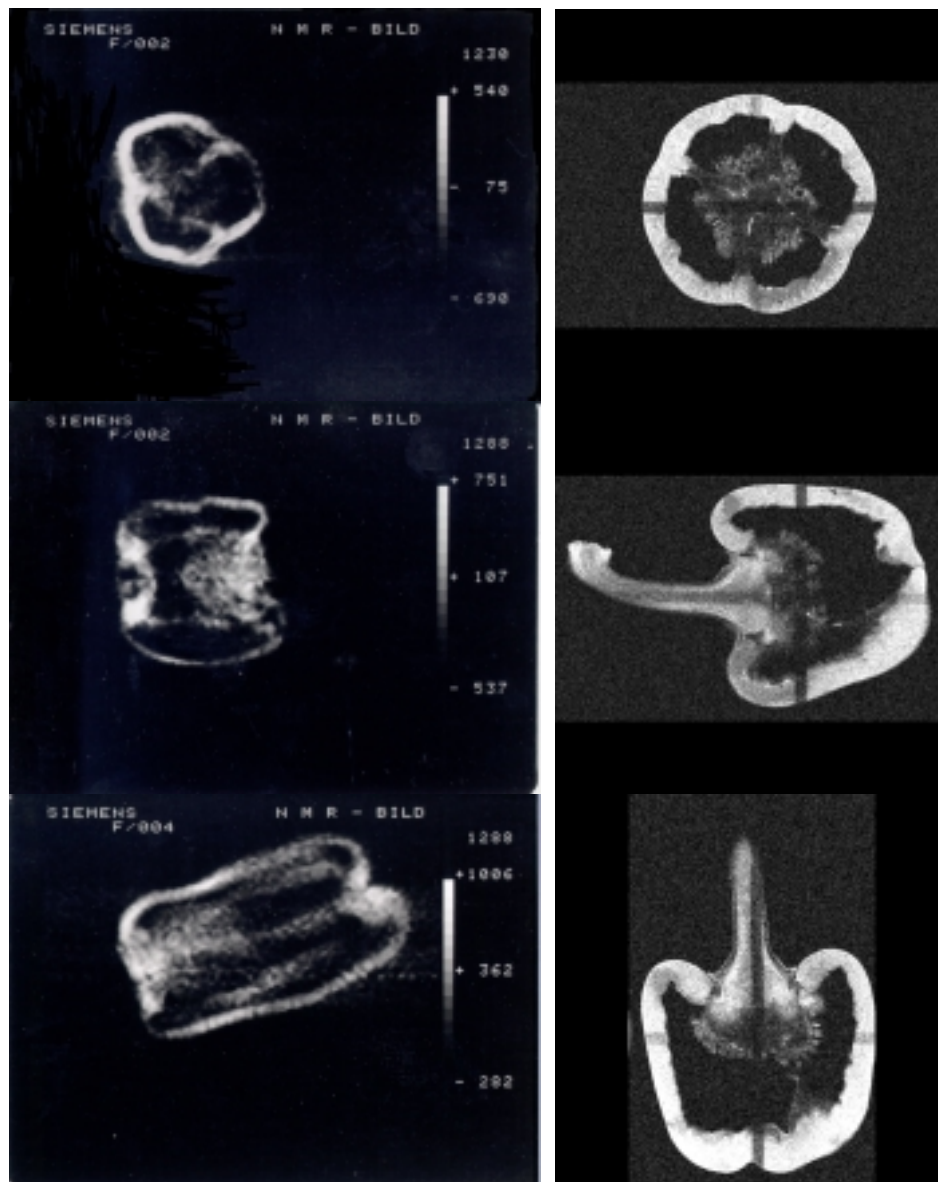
Frühe [GAN80] (links) und aktuelle (rechts) Magnetresonanz-Aufnahme einer Paprika.
